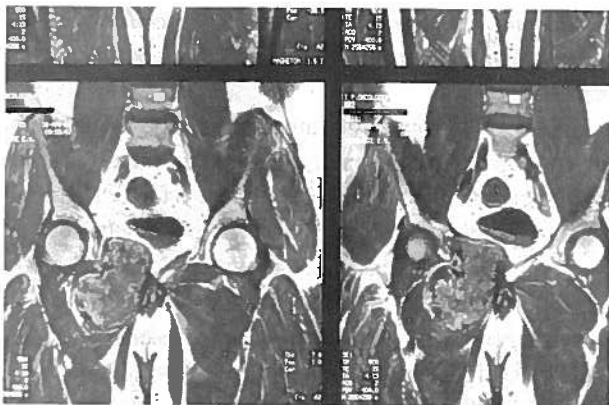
RM pélvica de 16-4-91 (com contraste E.V.)
